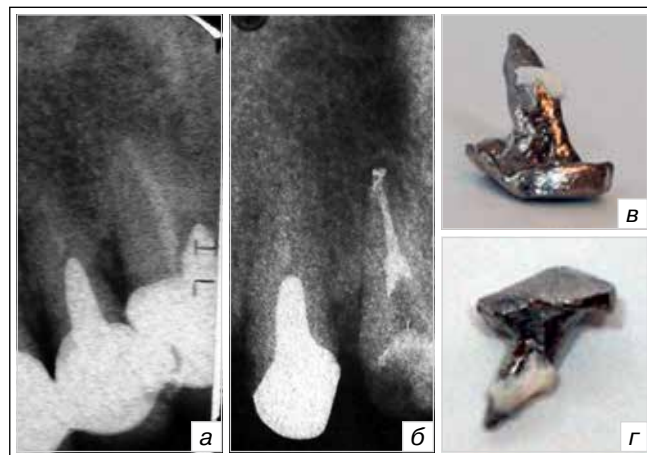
Клиническая картина пациентки 57 лет. Литая штифтовая вкладка зуба 1.1, срок эксплуатации 6 лет. Болезненная перкуссия в течение недели. Извлечена за 3 сеанса: а) исходная ситуация: стрелкой указано несоответствие направление штифта и корня зуба; б) контроль obturации корневой системы после извлечения вкладки; в), г) вид извлеченной штифтовой вкладки с разных ракурсов, несоответствие реальной длины штифта с плоскостным изображением на рентгенограмме
